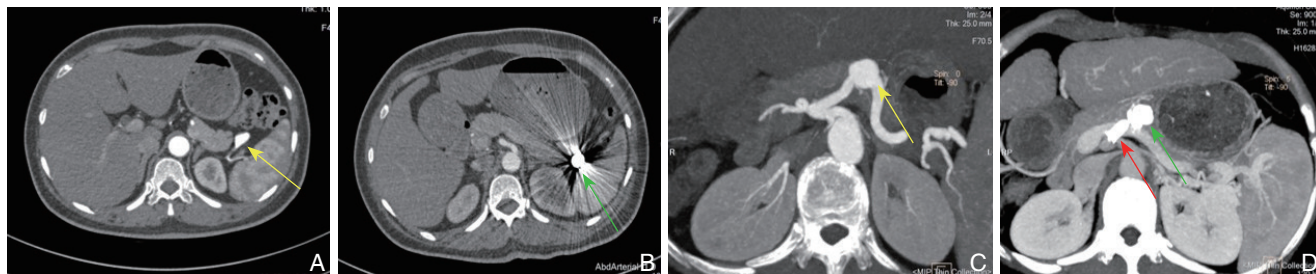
SAA 栓塞术后或裸支架+弹簧圈术后 6 个月腹主动脉 CTA（黄色箭头显示 SAA 瘤体，红色箭头显示裸支架，绿色箭头显示弹簧圈） A：SAA 为近脾门型囊状动脉瘤；B：瘤体内充满弹簧圈未见造影剂流入；C：SAA 为中间型梭形动脉瘤；D：瘤体内弹簧圈无移位或脱落，未见造影剂流入，裸支架内血流通畅，脾脏未见梗死
